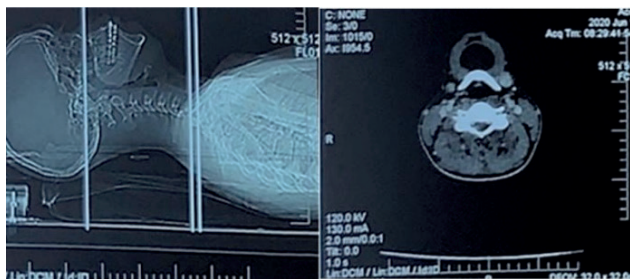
Tomografia computadorizada da região submentoniana através de cortes axiais e Imagem cística em continuidade com o assoalho bucal protruindo entre os ventres musculares da base da língua.
